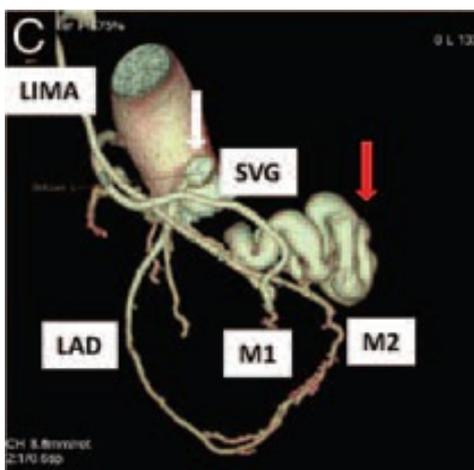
TAC post-intervento
